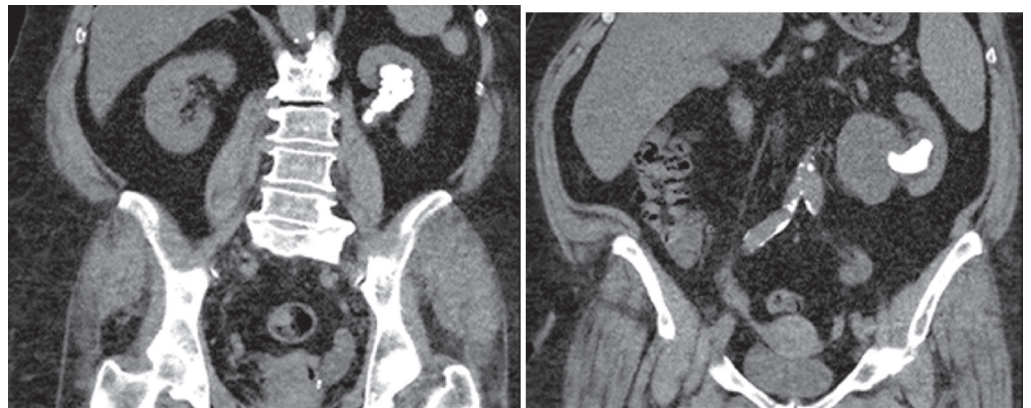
CT Abdomen: Komplexes Hohlsystem, Adipositas permagna, Nierensteinbildung
